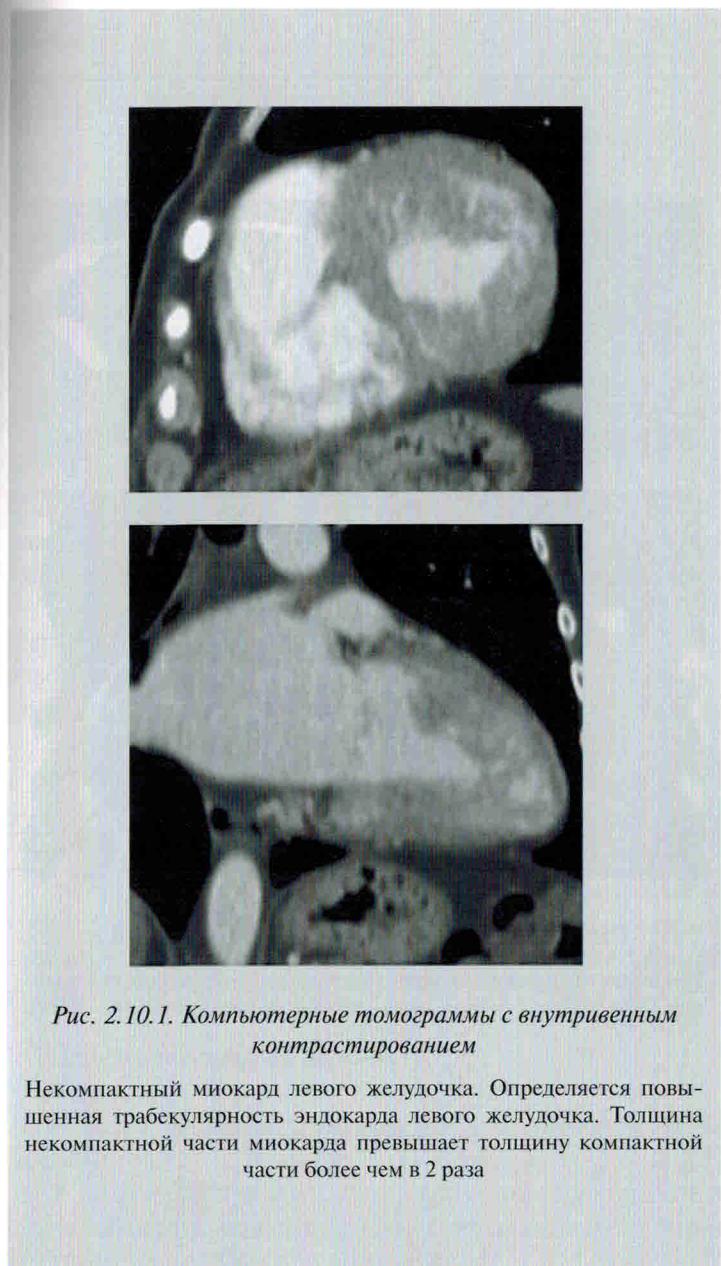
Компьютерные томограммы с внутривенным контрастированием
